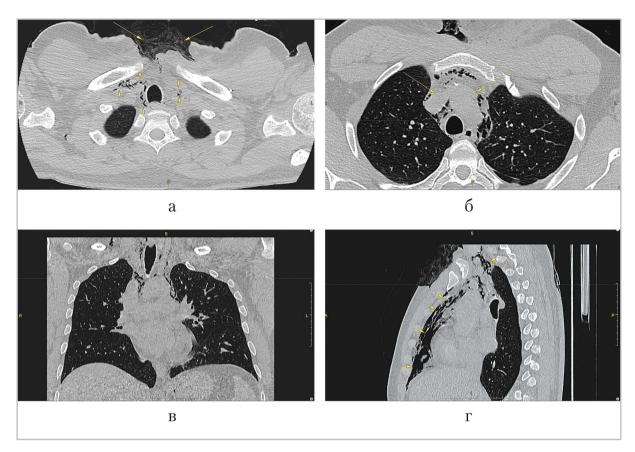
Компьютерные томограммы того же пациента, a-z — мультипланарные реконструкции (через 6 сут после вскрытия паратонзиллярного абсцесса и флегмоны боковой поверхности шеи слева, 4-е сутки после вскрытия флегмоны мягких тканей передней поверхности грудной клетки): отмечается послеоперационная рана передней поверхности грудной клетки с диастазом краев, перифокальным отеком, нечеткостью контуров магистральных сосудов (длиные стрелки), в переднем средостении на фоне диффузных инфильтративных изменений клетчатки скопление воздуха (короткие стрелки)
